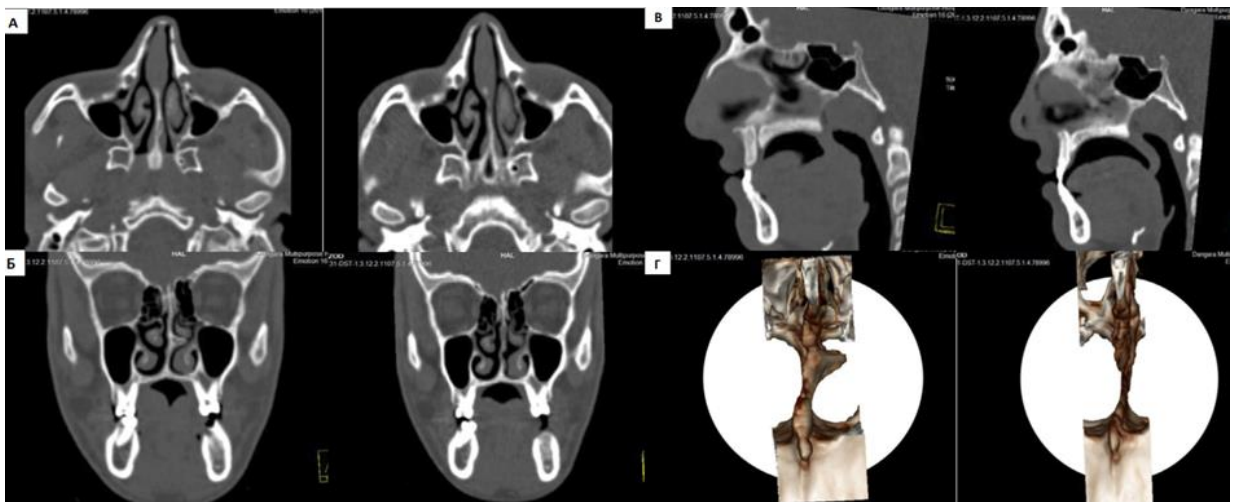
КТ - снимок. Больной Ш.Б., 32 года. КТ носа в 3-х проекциях и 3D-модель костной части перегородки носа в послеоперационном периоде (через 9 месяцев после операции): а) аксиальный срез: носовая перегородка выпрямлена, патологический КШ удалён, пирамида выпрямлена; б) фронтальный срез: перегородка выпрямлена; в) сагиттальный срез: носовая перегородка выпрямлена, КШ отсутствует; г) 3D-модель костной части перегородки носа, в которой КШ в комплексе с патологическим костным гребнем и CNOM не наблюдается и целостность костной части перегородки носа не нарушена
